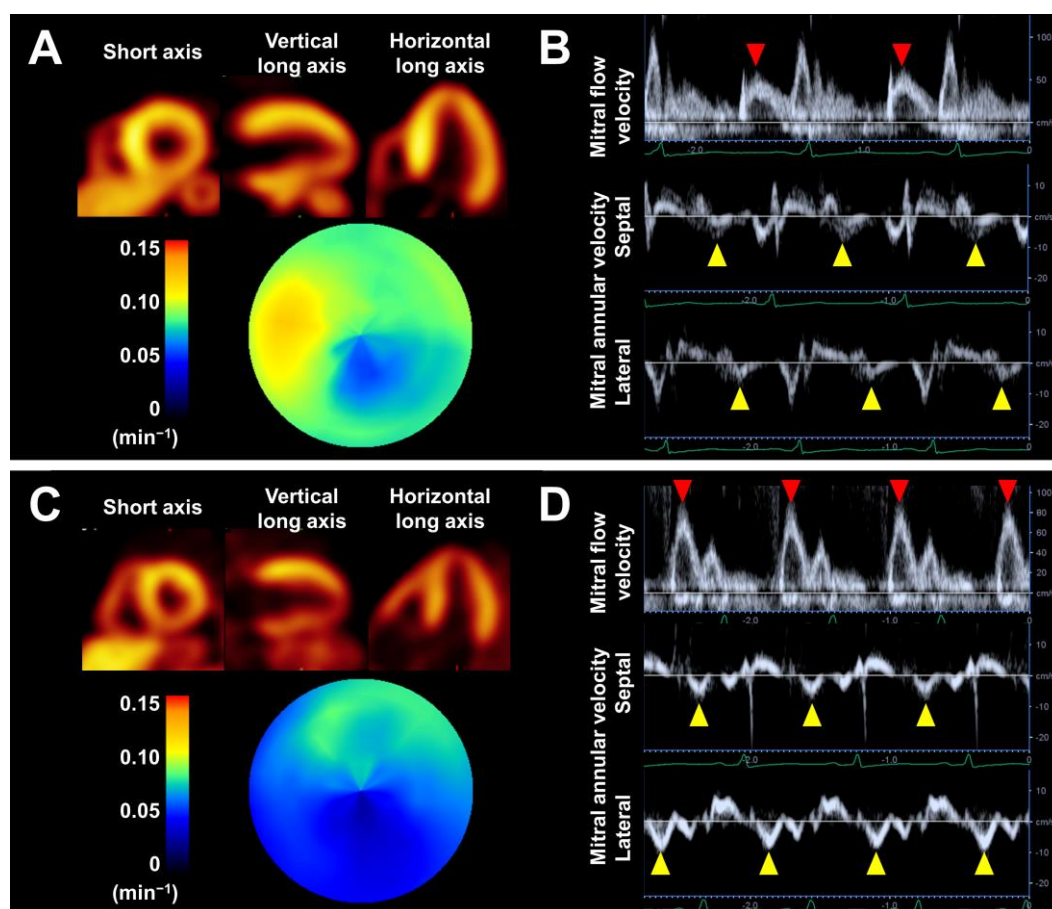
代表的な HFpEF の 2 症例における HED PET の左室の 3 断面（短軸断面 [Short axis]、垂直長軸断面 [Vertical long axis]、水平長軸断面 [Horizontal long axis]）と RI の極座標表示（A, C）とドプラ心エコー（B, D）。A, B：拡張障害グレード 1 に分類された高血圧性心臓病の症例。C, D：拡張障害グレード 2 に分類された心臓アミロイドーシスの症例。拡張障害グレード 2 の症例（C）で拡張障害グレード 1 の症例（A）より広範に心臓交感神経分布の低下が見られる。
